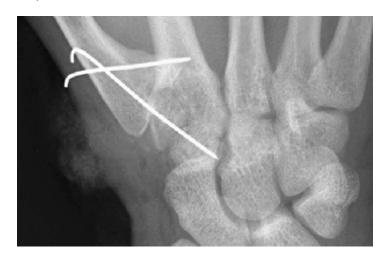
Рентгенографический контроль фиксации сустава
